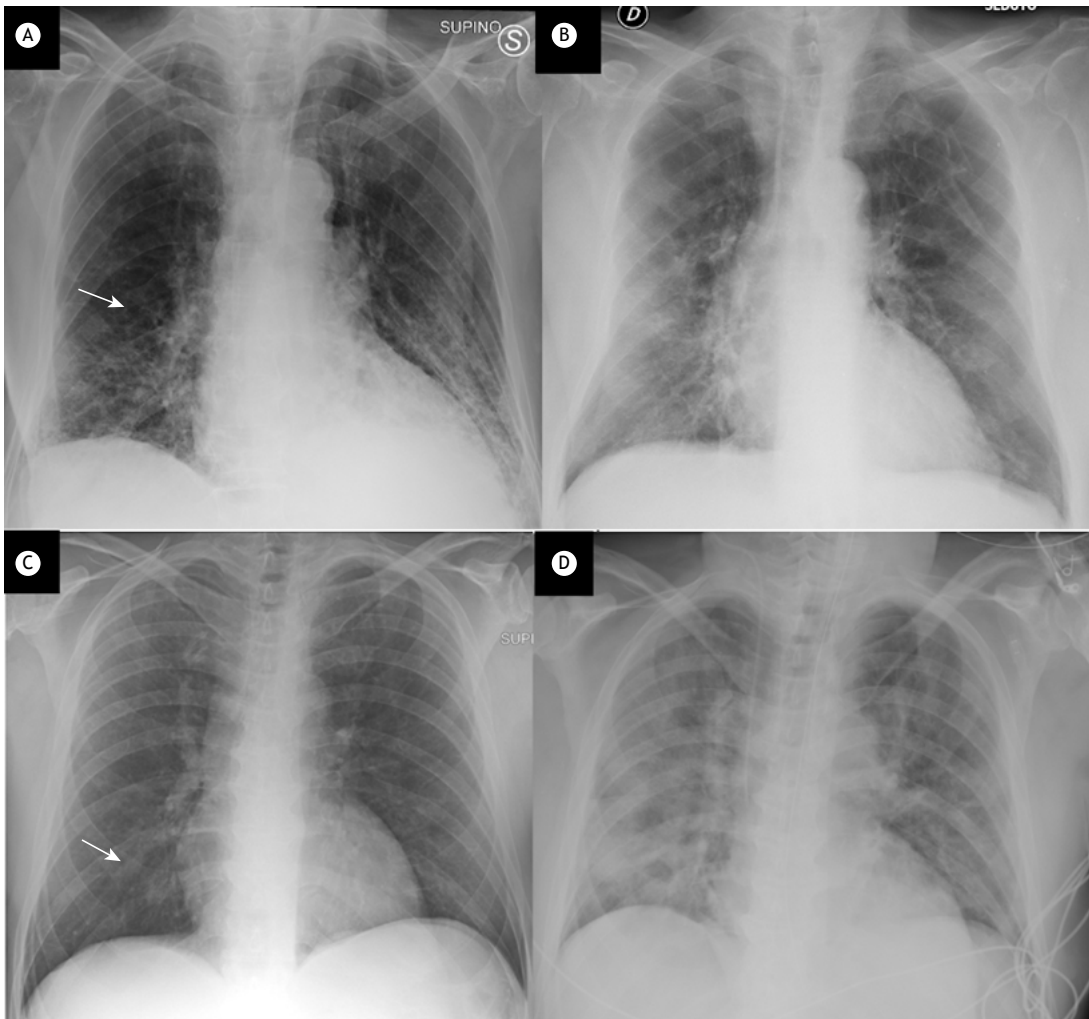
Em A e B, radiografias de tórax de um paciente de 72 anos de idade. Em A, a radiografia de tórax recebeu escore 2 em razão das opacidades peri-hilares à direita (seta). O paciente apresentava relação $\text{PaO}_2/\text{FiO}_2 = 86$ e proteína C reativa = 58 mg/L na admissão ao PS; foi necessária VNI. Em B, a radiografia de tórax de acompanhamento, sete dias depois, recebeu escore 2 novamente (opacidades bilaterais). Em C e D, radiografias de tórax de um paciente de 62 anos de idade. Em C, a radiografia de tórax recebeu escore 1 em razão da opacidade unilateral (seta). O paciente apresentava relação $\text{PaO}_2/\text{FiO}_2 = 103$ e proteína C reativa = 165 mg/L no início dos sintomas. Em D, a radiografia de tórax realizada dois dias depois recebeu escore 4 em razão da presença de opacidades difusas e bilaterais. O paciente foi encaminhado para a UTI e intubado.
